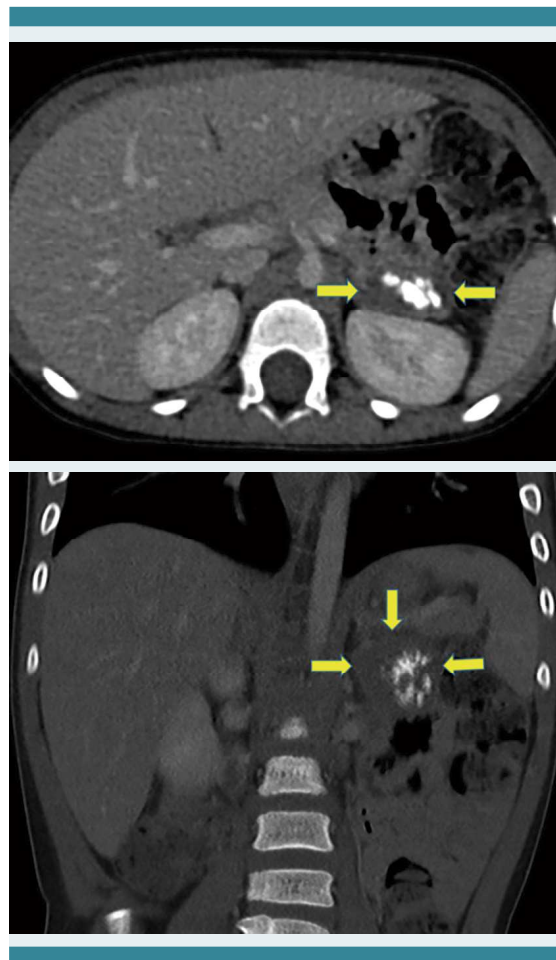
Tomografía computada abdominal (corte axial y coronal respectivamente). Masa sólida correspondiente a un neuroblastoma suprarrenal izquierdo, de 26 x 23 x 24 mm sin signos infiltrativos locales, con calcificaciones en su interior.
